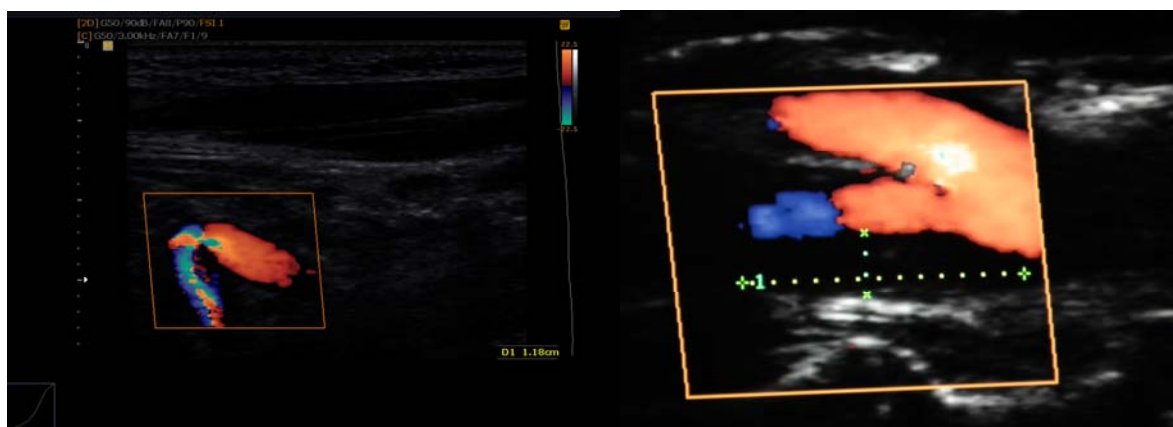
USG duplex preoperatorie
